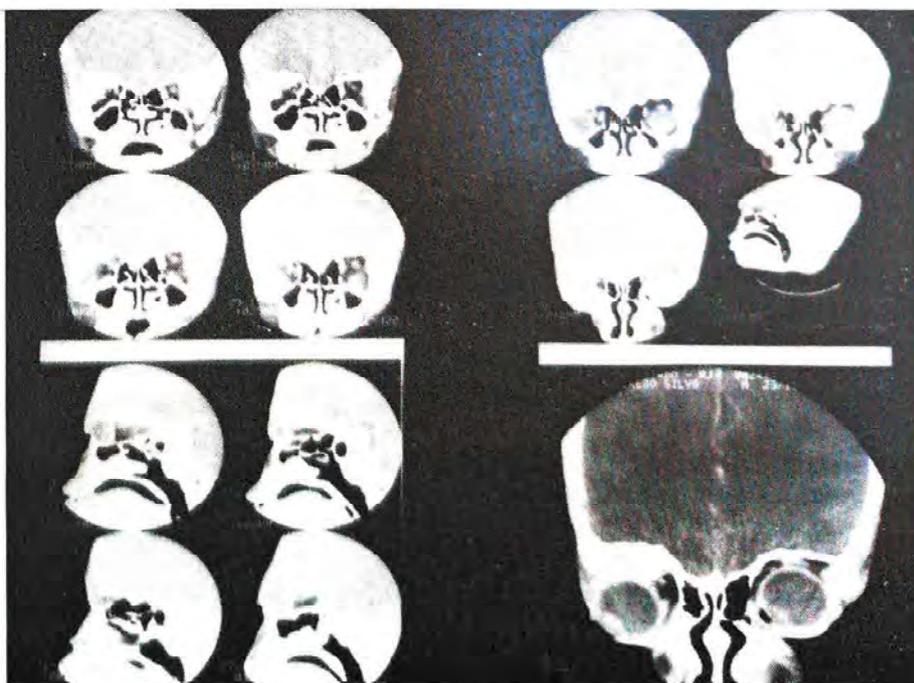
Tomografia computadorizada de caso de coloroma da  rbita. Notar desvio para baixo e para fora do globo ocular.
